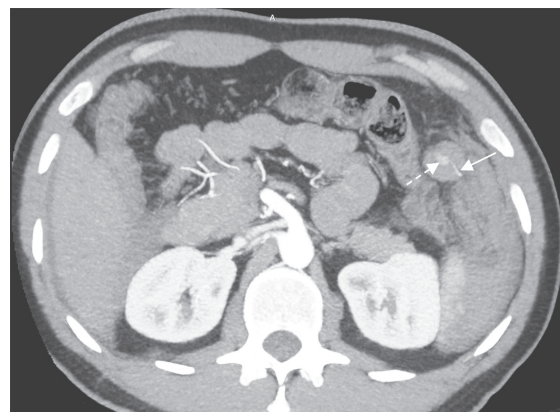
MIP реконструкция КТ-изображения в аксиальной плоскости в артериальную фазу на уровне экстравазации (пунктирная стрелка) из сальниковой артерии (стрелка)
